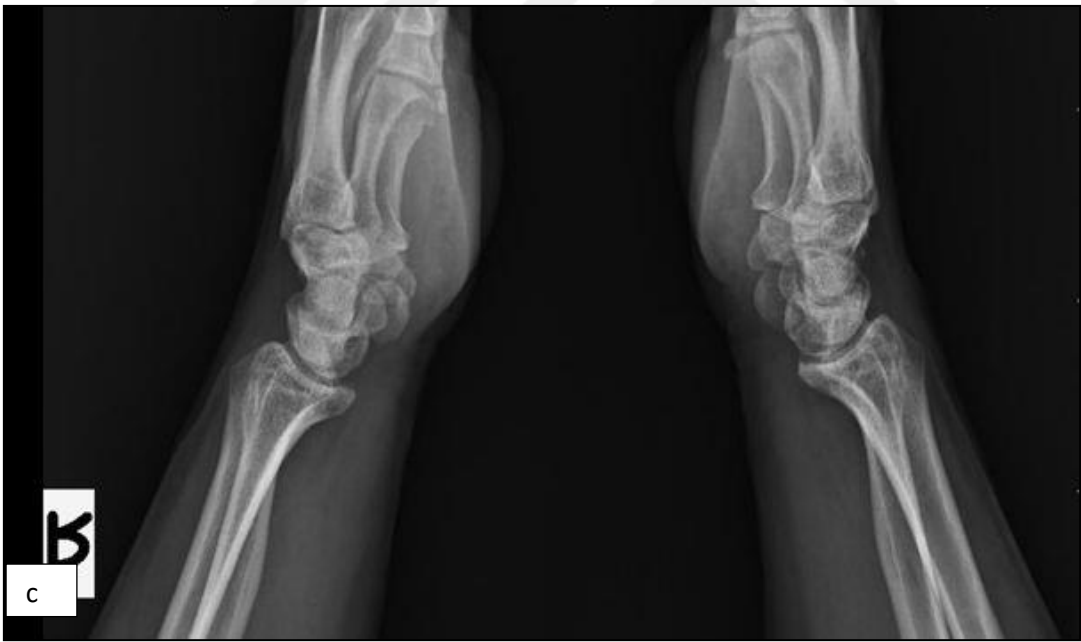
Hastanın a-redüksiyon öncesi anteroposterior ve lateral grafisi, b-redüksiyon sonrası anteroposterior ve lateral grafisi, c-alçı çıkartıldıktan sonraki 6.ay grafisi, d,e-6.ay'daki el bileği hareketleri
